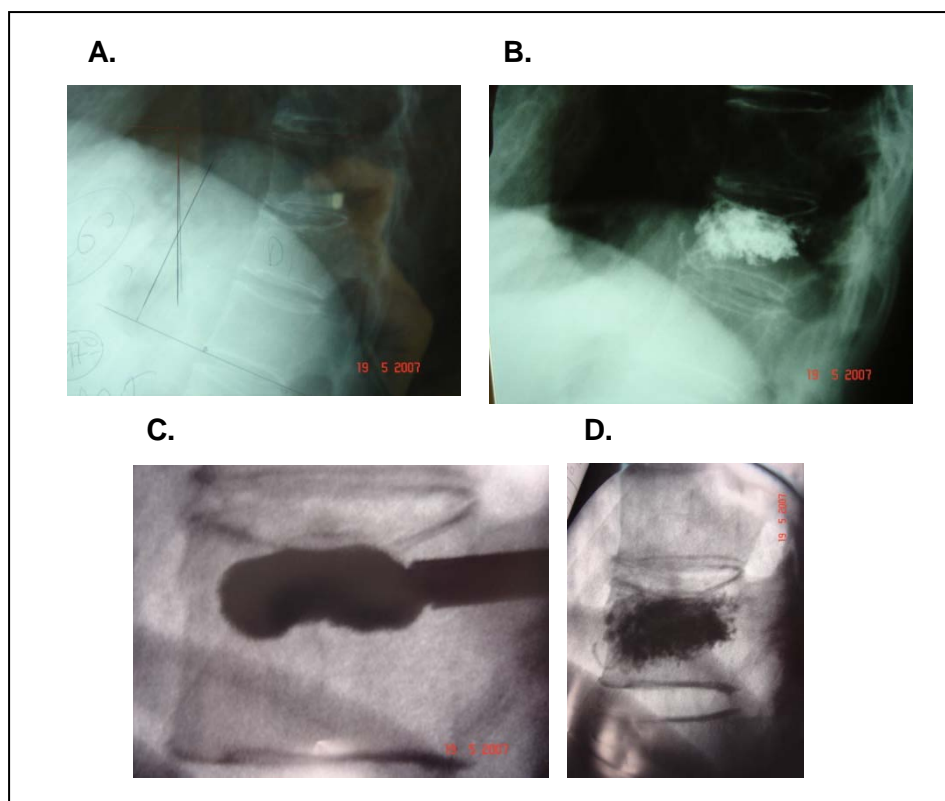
RX y TAC de mujer de 47 años con fractura de T11 tras traumatismo de alta energía (accidente de tráfico). La paciente precisa reincorporación laboral precoz y solicita alternativa terapéutica con la que pueda obviar la ortesis. Se realiza CP. EAV: pasa de 9 a 4 en 24h. tras la CP, pasa a 2 al mes y se mantiene al seguimiento.
